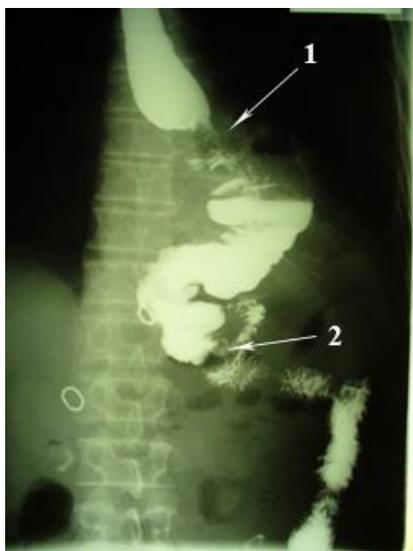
Рентгенограмма на 7-е сутки после колоэзофагопластики.
